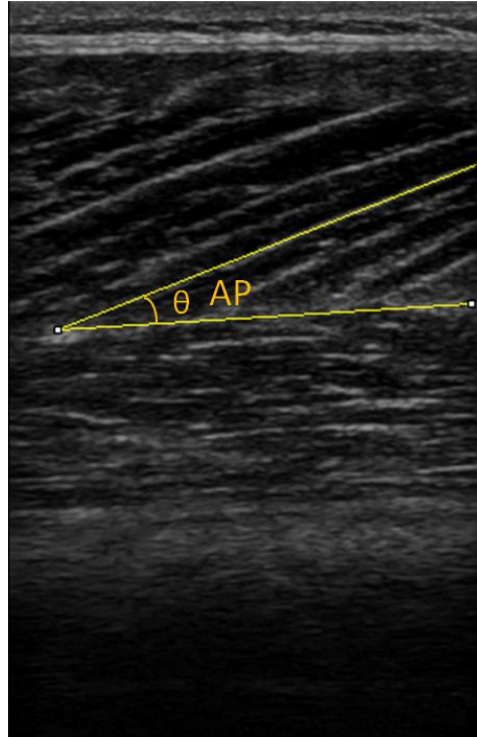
Imagem representativa do ângulo de penação do vasto lateral (VL) mensurada por ultrassonografia e quantificada no software *ImageJ*. VI, vasto intermédio.
